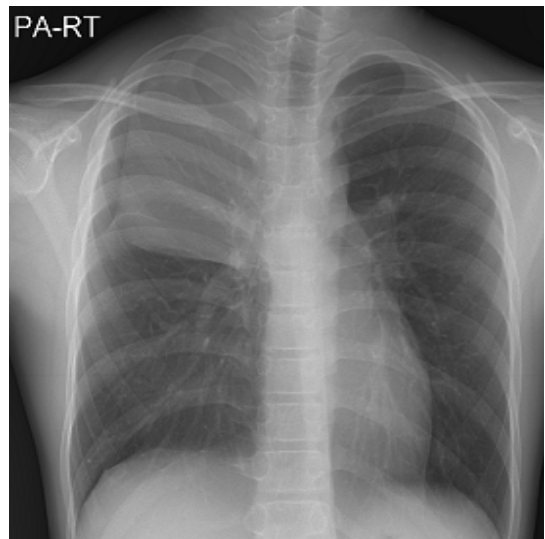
Chest X-ray showed a large, well defined soft tissue mass in right upper lung field.
